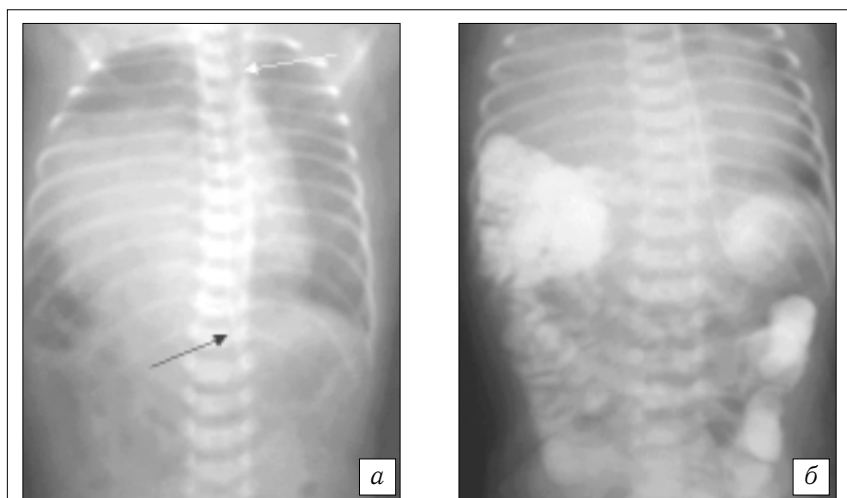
Рентгенограммы органов грудной и брюшной полости новорожденного с истинной правосторонней ВДГ.
